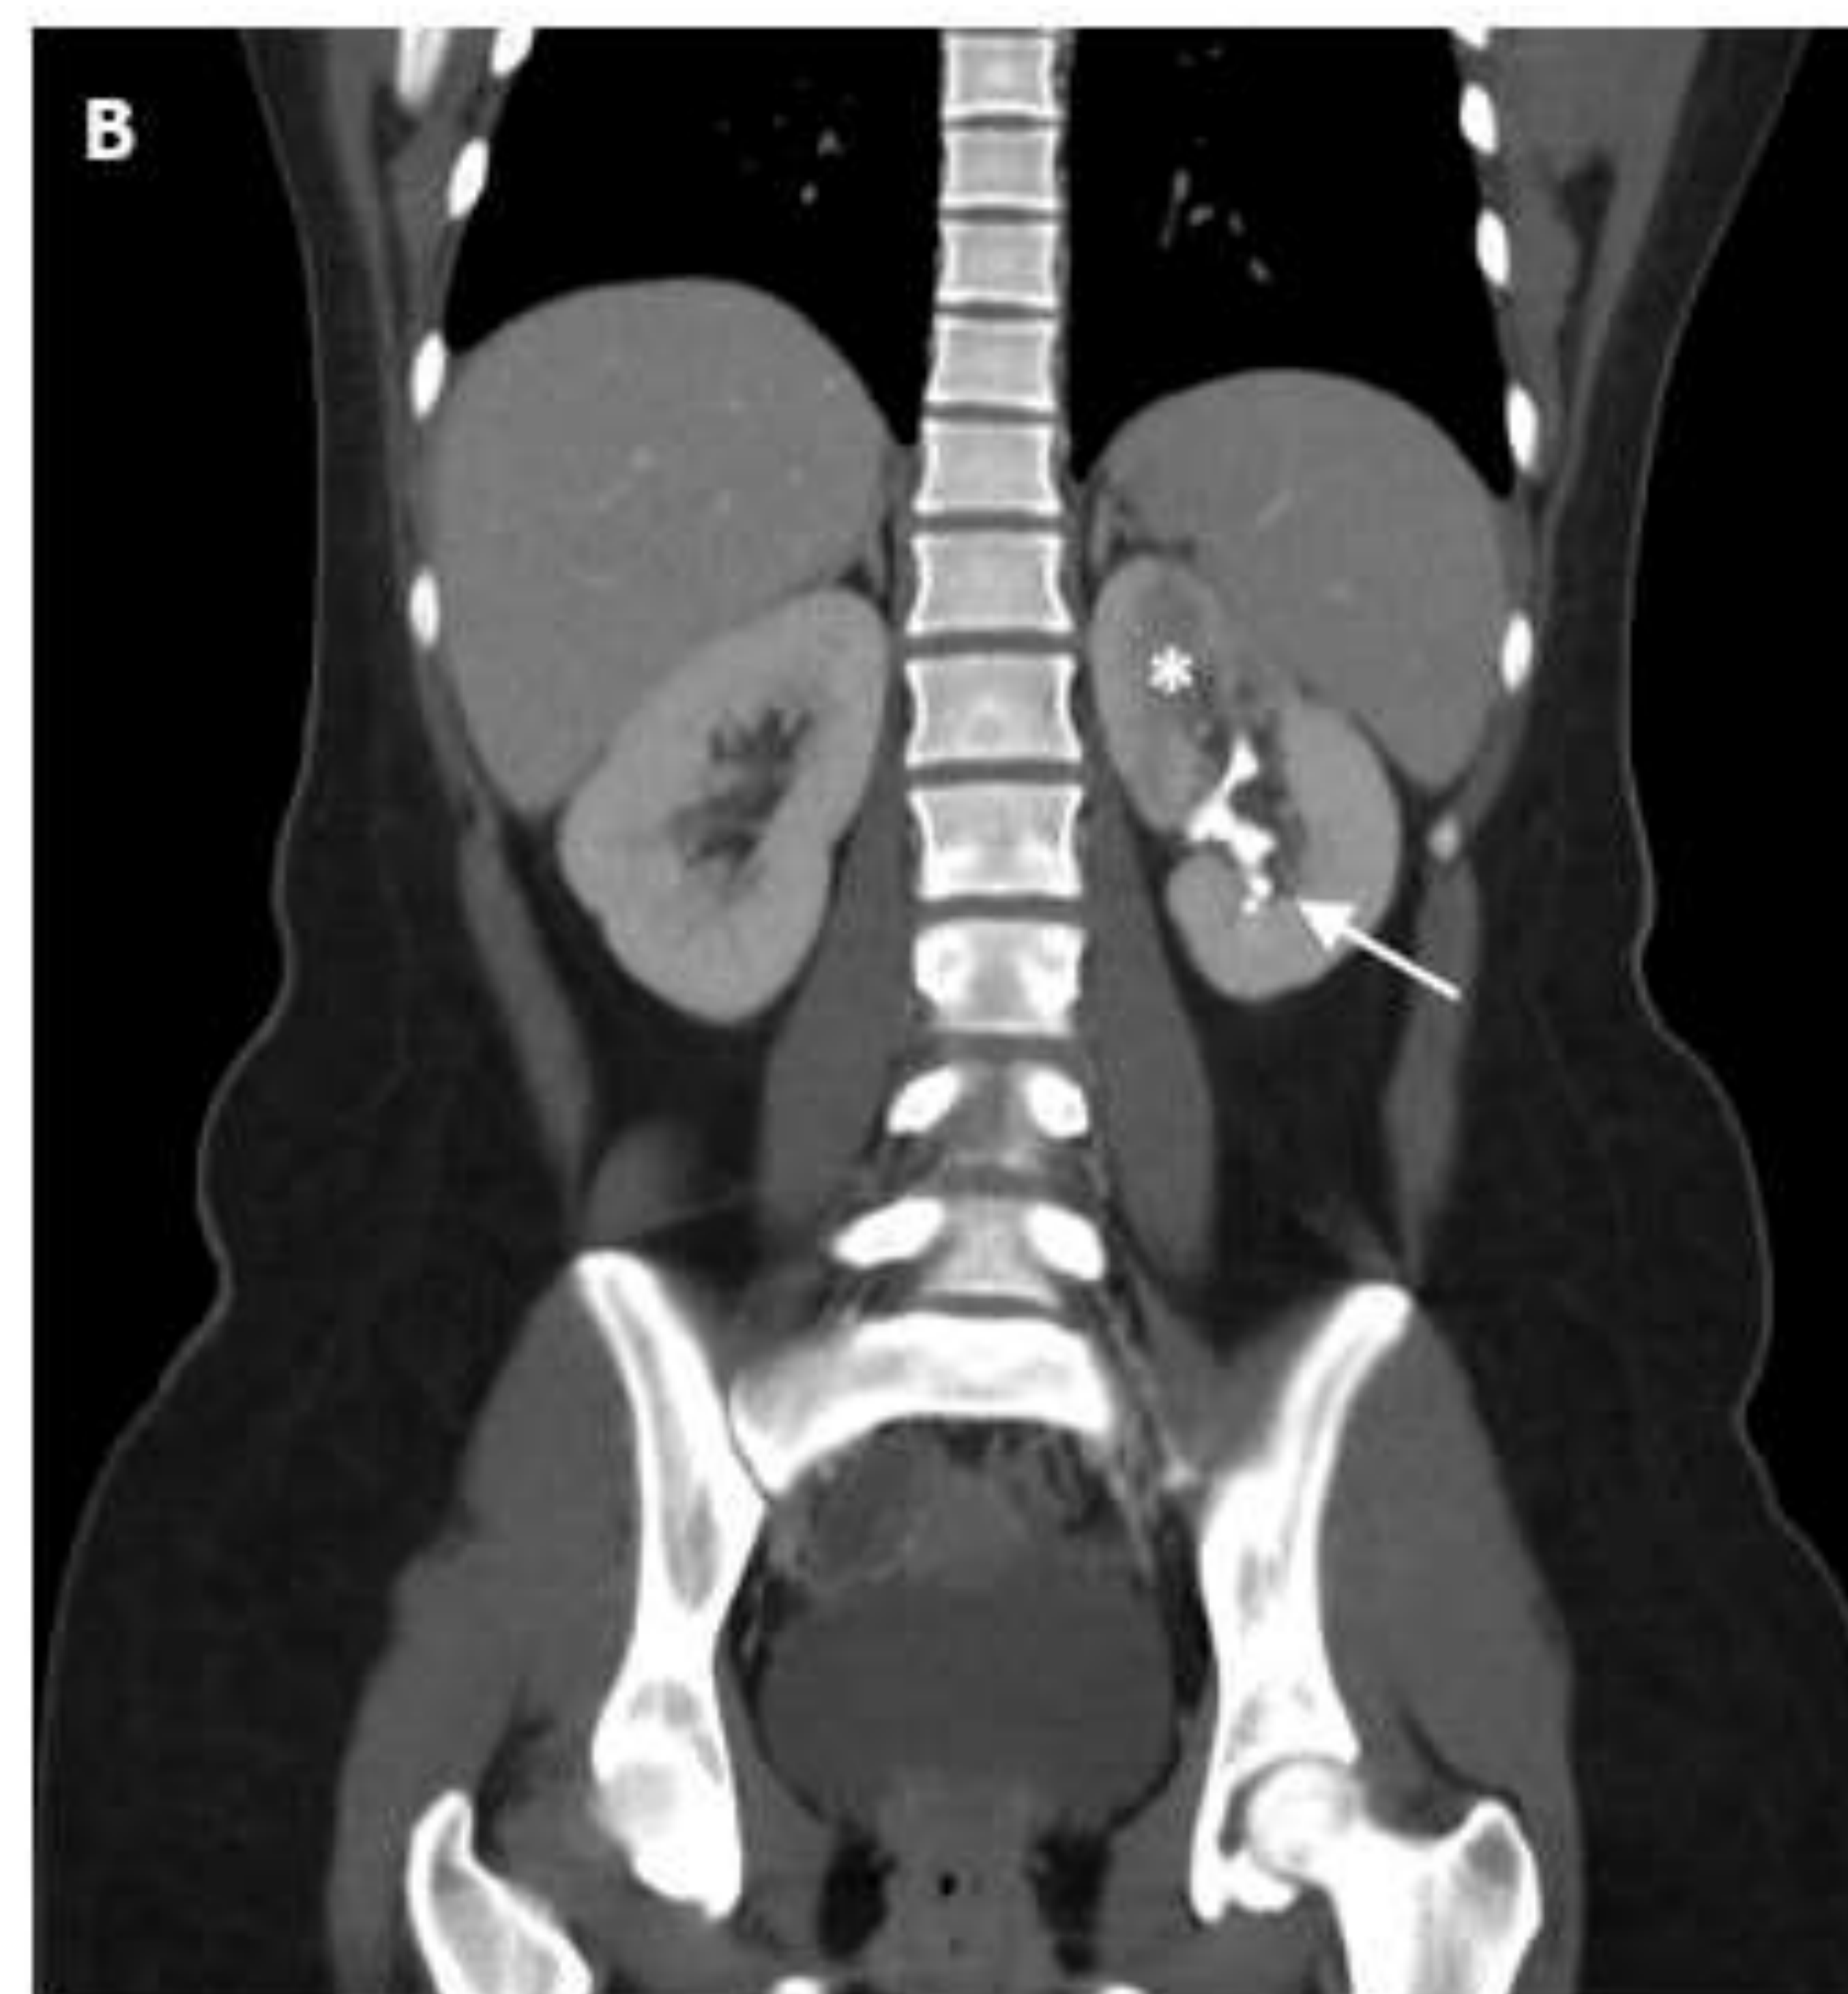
Litiasis coraliforme en riñón izquierdo correspondiente a imagen radiopaca en la RX de abdomen (A) que se amolda a la morfología del sistema pielocalicial (flecha). La paciente, de 17 años y sin antecedentes médicos de interés, acude a urgencias por clínica de cólico nefrítico. Posteriormente se realizan TC abdominal (B), con presencia de hipodensidades parenquimatosas asociadas en polo renal superior izquierdo, en relación con focos de nefritis (asterisco), y una ecografía abdominal (C), que muestra una leve ectasia (punta de flecha) del grupo calicial superior.
